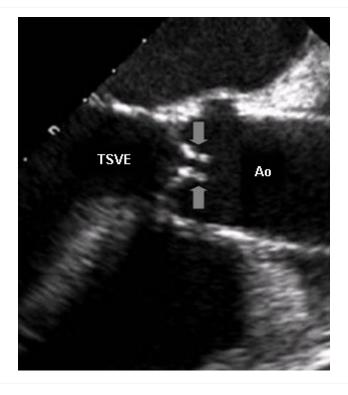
Ecocardiografia transesofágica mostrando a via de saída do ventrículo esquerdo (VSVE), a aorta (AE) e folhetos quase imóveis (setas) de valva aórtica gravemente estenótica
